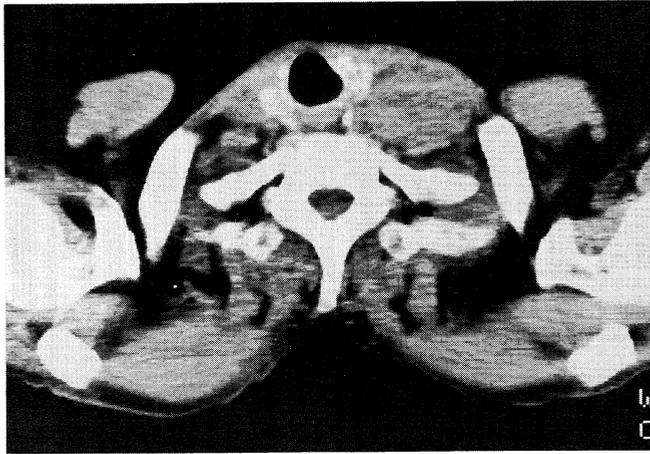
b 胸部CT像——左鎖骨上窩に腫瘤状の陰影を認める。
